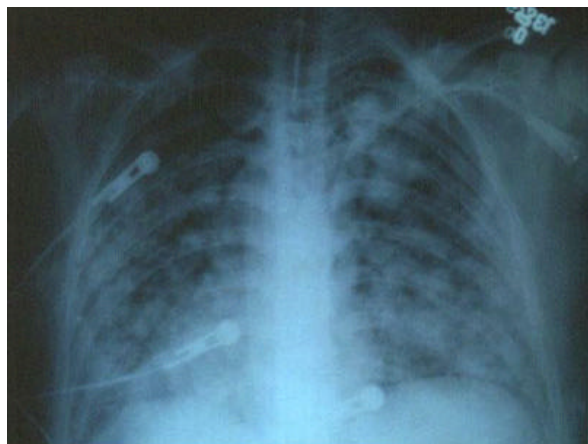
Granulomatose de Wegener. Radiografia do torax com hemorragia alveolar maciça.(coleção Roger Levy).
